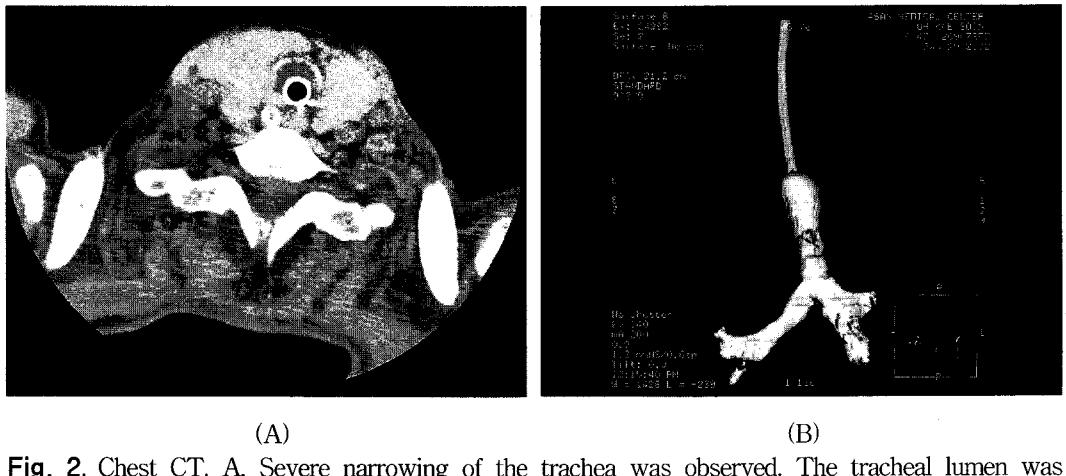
Chest CT. A. Severe narrowing of the trachea was observed. The tracheal lumen was filled with an exudate and the tracheal cartilage was enhanced due to inflammation. B. The three-dimensional reconstruction shows a diffuse narrowing of the upper trachea
